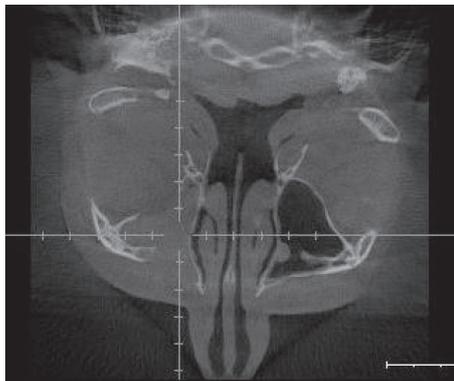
КТ-изображение ОНП в аксиальной проекции. Выявляется тотальное затенение правой верхнечелюстной пазухи.
